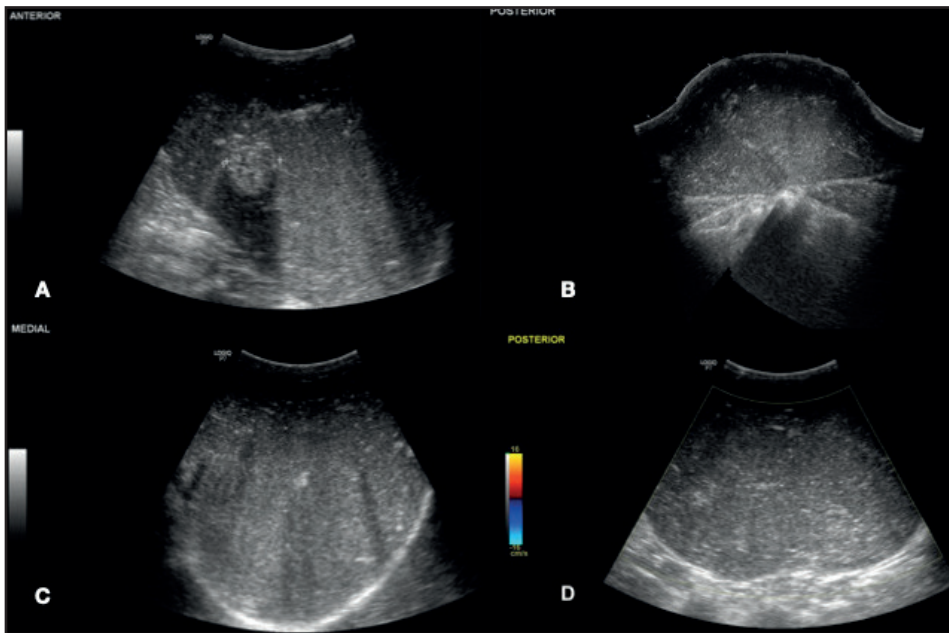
Ultrasonido de partes blandas de región lumbosacra. A-C. Lesión nodular, márgenes bien definidos, dimensiones de 13 x 9 cm, ecotextura sólida y predominantemente hipocóica. D. Al modo doppler color no muestra vascularización.
